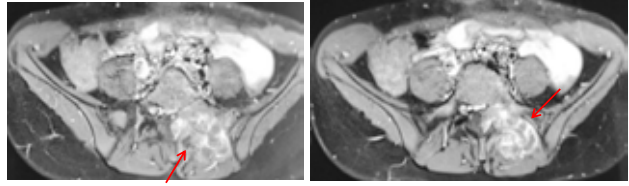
Aspect de la lésion à l'IRM
